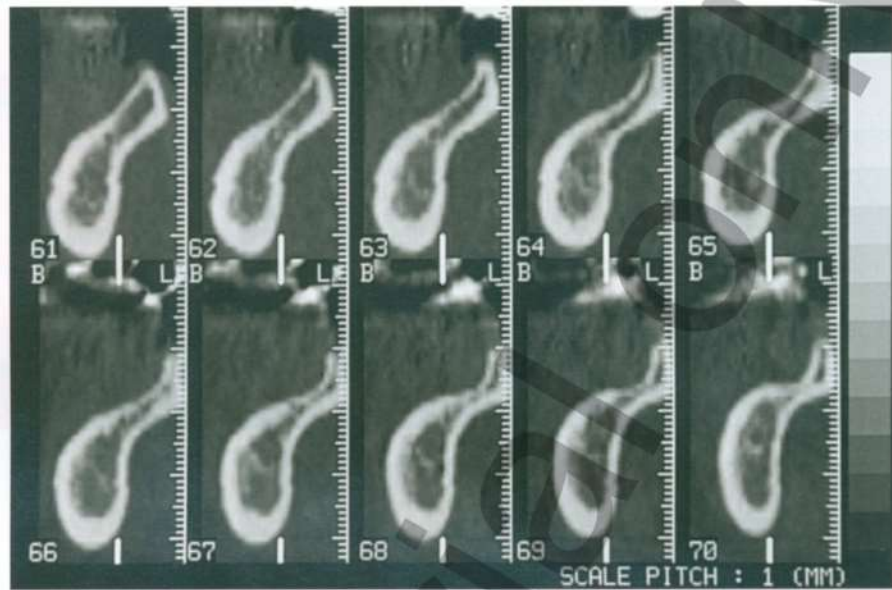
Компьютерная томограмма нижней челюсти (поперечный реформат), демонстрирующая значительное поднутрение, которое не было бы видно на панорамных и периапикальных радиограммах: челюстно-подъязычная артерия может быть повреждена, например, во время препарирования ложа под имплантат
